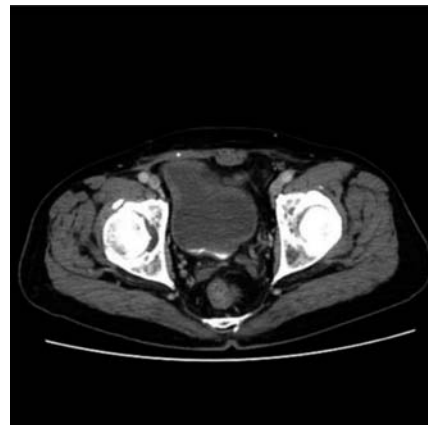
Contrast enhanced CT revealed no new local tumor or nodules in the mesentery.
